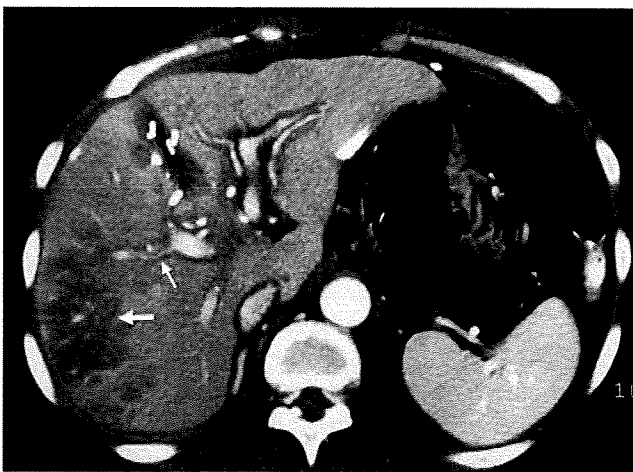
CT revealed wedge-shaped low-attenuation area without mass effect in S6 and S7 (*thick arrow*). The right hepatic artery (*thin arrow*) was demonstrated at the hepatic hilum on CT performed on postoperative day 1.
